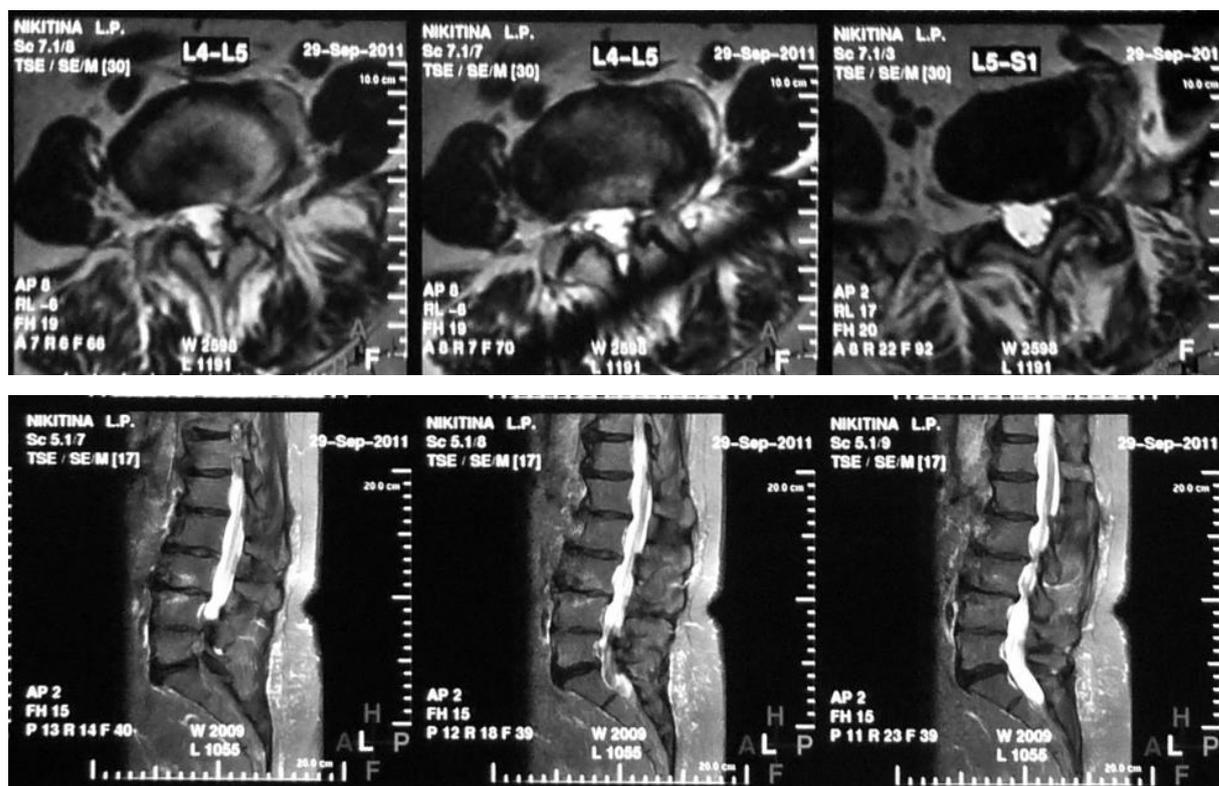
МРТ поясничного отдела, стеноз позвоночного канала на уровне L4-5-S1, дегенеративные изменения L3-4 стадии 7 по Pfirrmann
